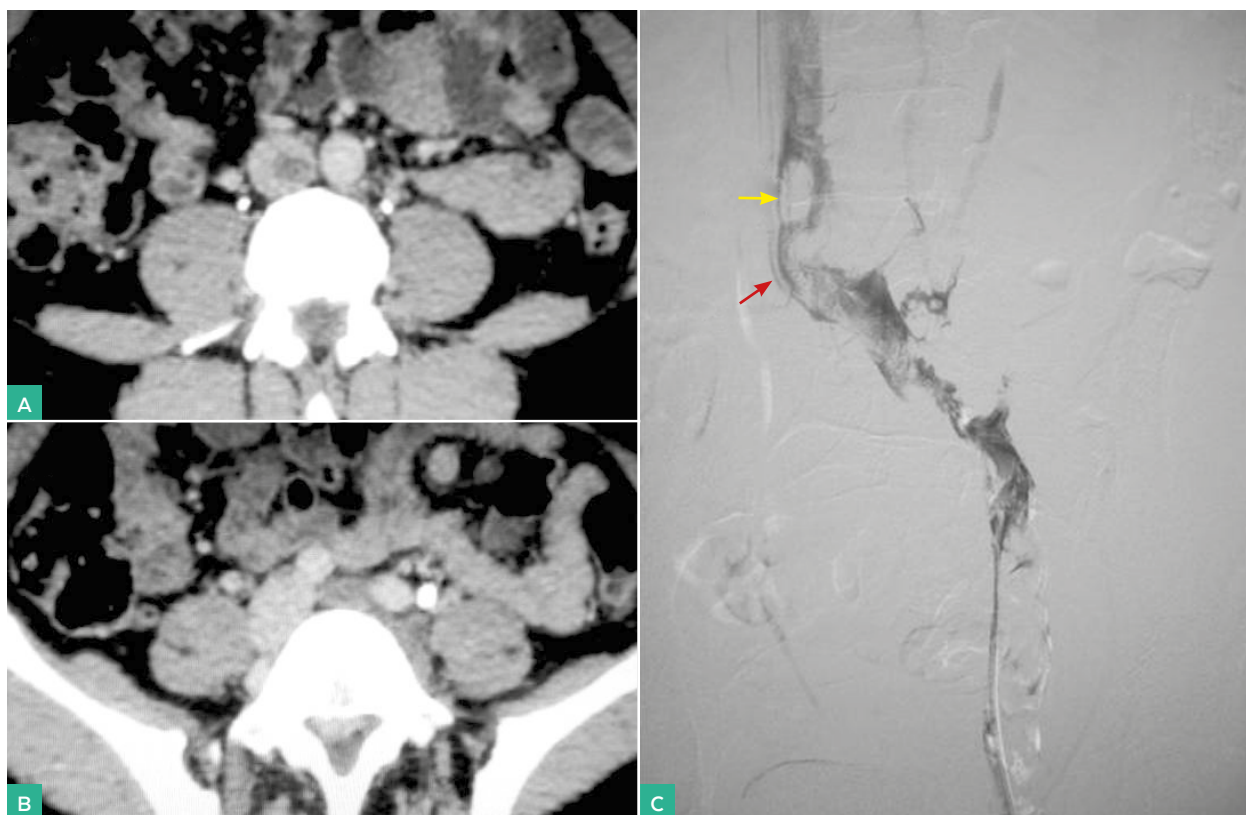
A. Diagnóstico de TVP de VCI y síndrome de May Thurner. A. TAC con contraste endovenoso y defecto de relleno de VCI terminal. B. Compresión arterial del síndrome de May Thurner con trombosis venosa iliaca izquierda. C. Flebografía con trombo de VCI (flecha amarilla), impronta de arteria iliaca derecha que obstruye las venas iliaca primitiva izquierda (flecha roja)
